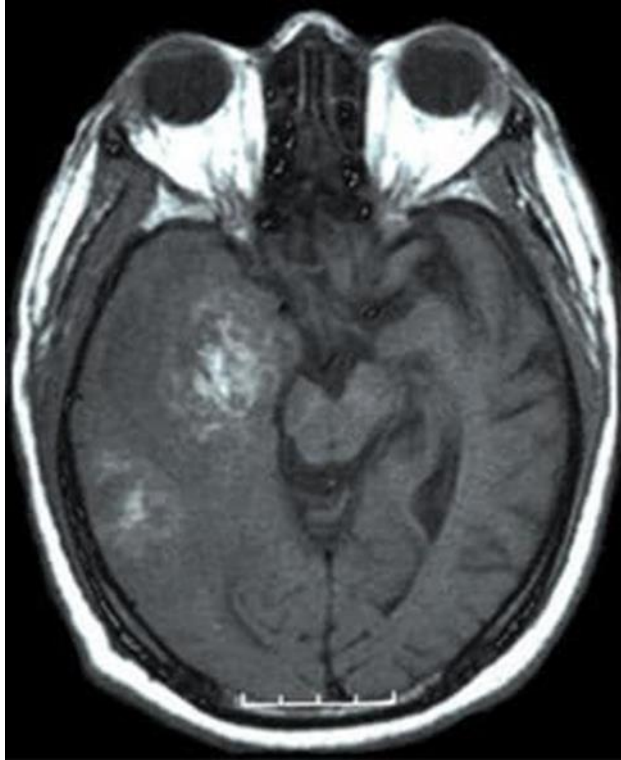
Resonancia magnética axial ponderada en T1 sin contraste intravenoso. Se aprecia un tumor multicéntrico hemorrágico (glioblastoma multiforme) en el lóbulo temporal derecho. Hay borramiento del sistema ventricular a la derecha, y se puede observar una leve compresión del lóbulo temporal medial derecho hacia el mesencéfalo.
